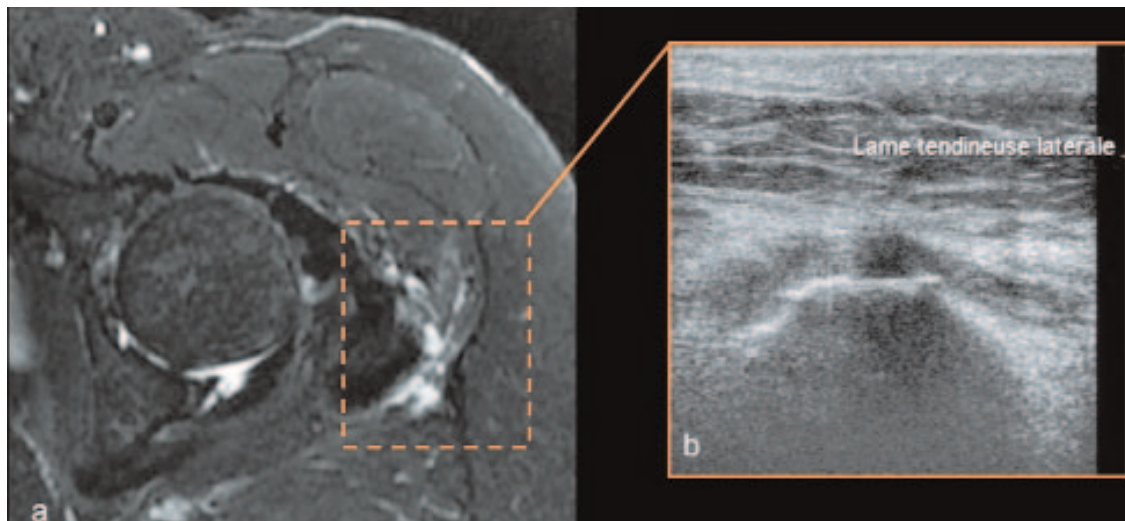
Rupture complète de la lame tendineuse latérale. La zone de rupture est occupée par un hypersignal T2 liquidien en IRM (a), et correspond à une zone hypoéchogène en échographie (b).
